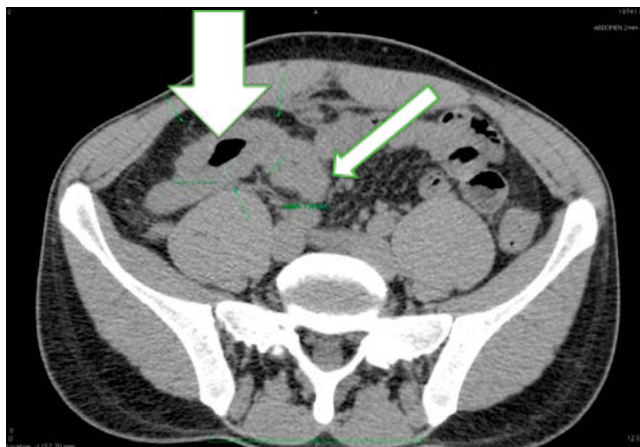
МСКТ ОЧПММ (ургентне). Потовщення стінок здухвинної кишки, тяжистість/гіперемія білякишкового жиру — симптом «гребінця» (товста стрілка). Ущільнення очеревини та заочеревинного жиру в пупковій області (тонка стрілка)
